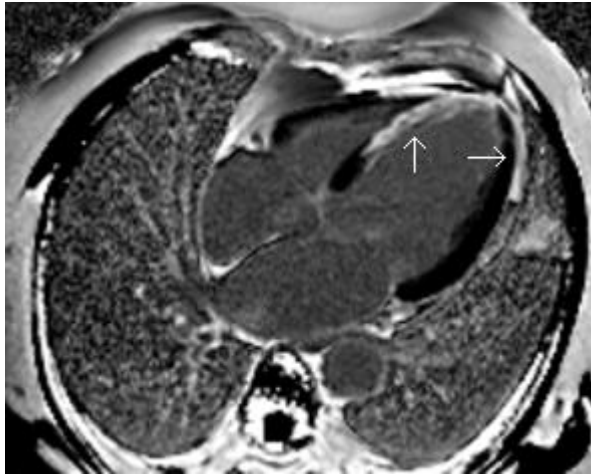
Corte de RM cardíaca en plano cuatro cámaras, donde se observa un infarto transmural (territorio de la arteria descendente anterior, señalado con las flechas blancas) en secuencia de realce tardío con gadolinio.
